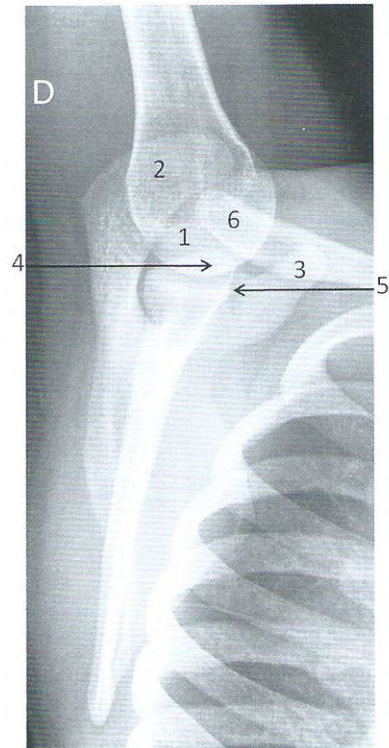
Radiographie de profil glénoïdien de l'épaule droite
